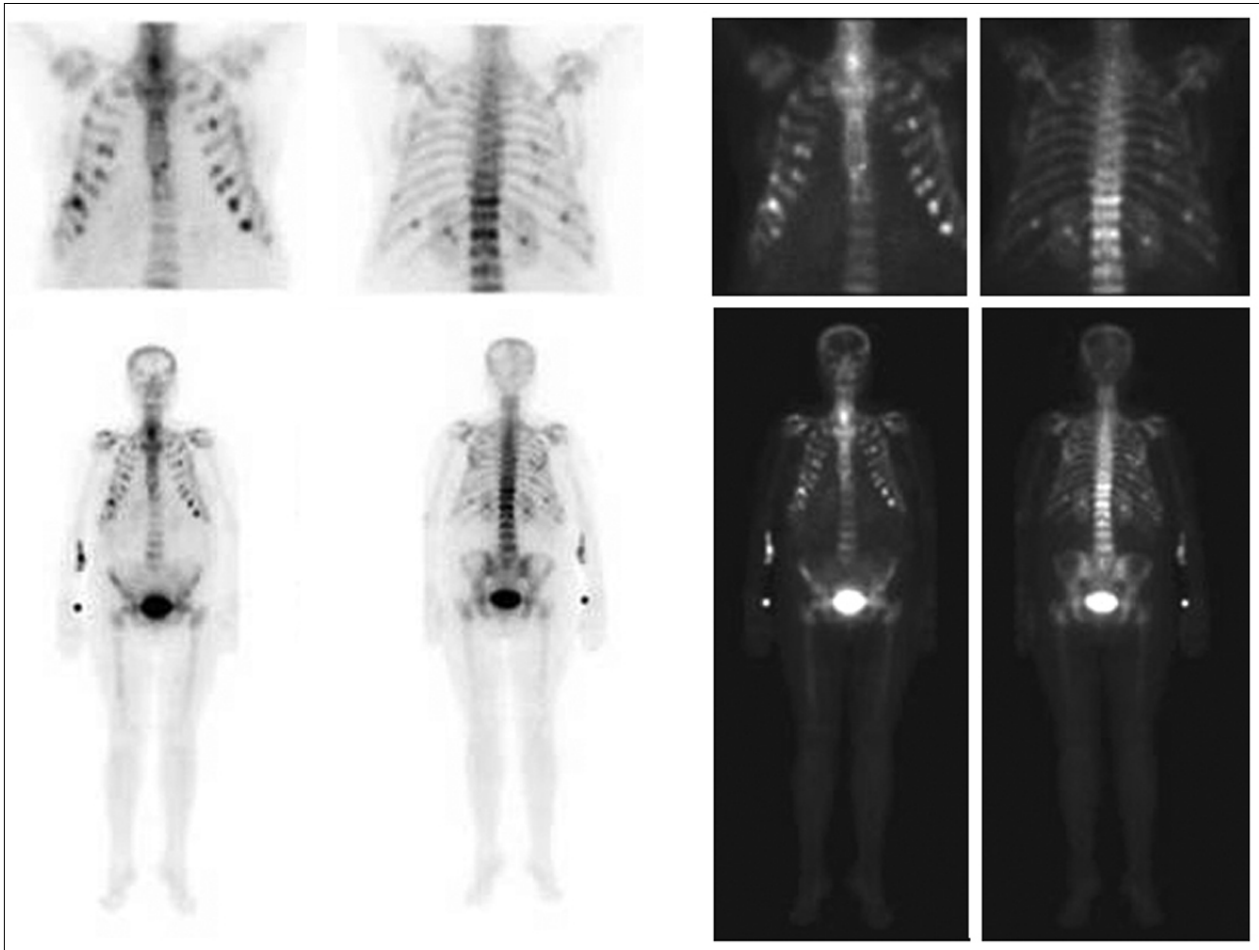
In bone scintigraphy, there are diffuse metastatic involvement sites at costas and vertebrae.
